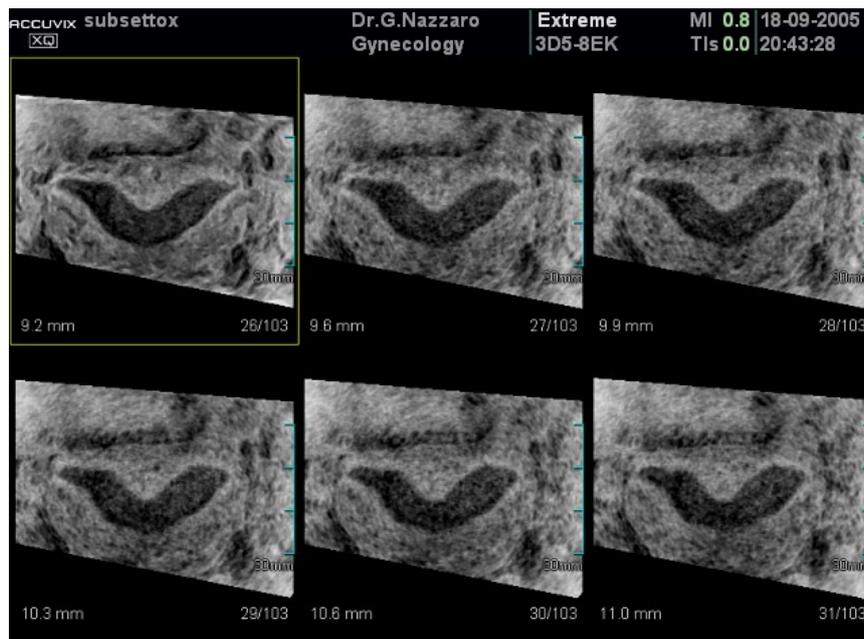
Effetto RMN, Multislice View con tecnica Invert di un utero con piccolo setto
